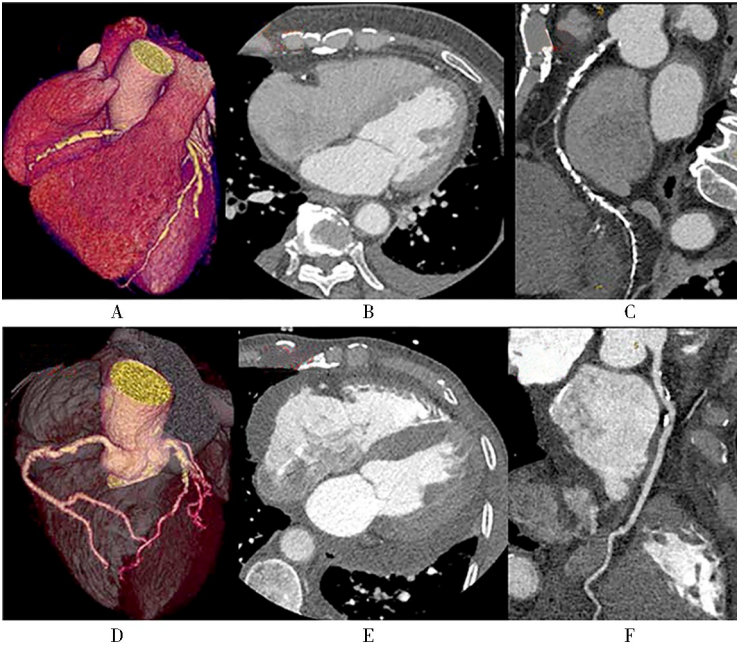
CTA 冠状动脉重建(VR、MPR与CPR图像)
